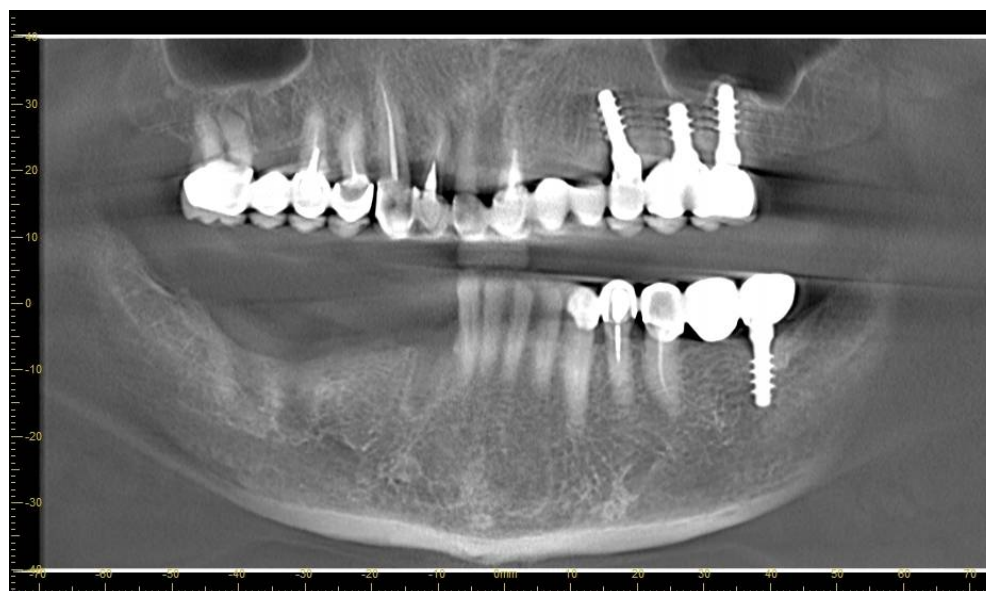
Ортопантомограмма пациента
